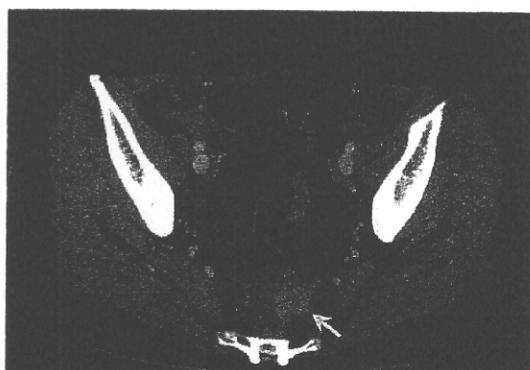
EPMR 後 2 年 6 ヶ月後の造影 CT
